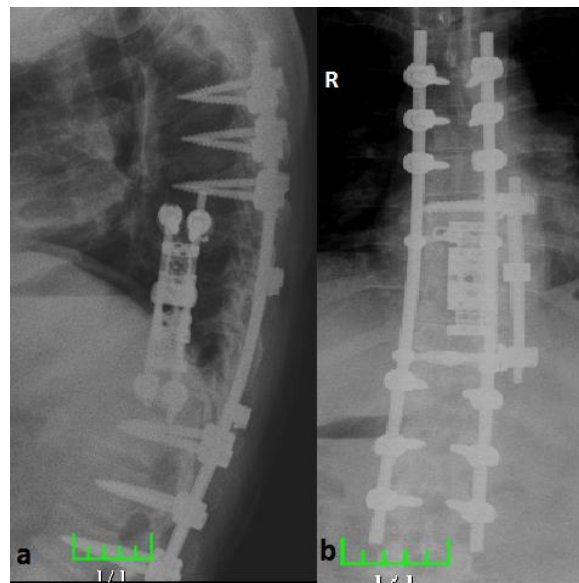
Anterolateral korpektomi, korpektomi kafesi uygulaması ve lateral plaklama sonrası sagittal (a) ve coronal (b) BT görüntüleri
